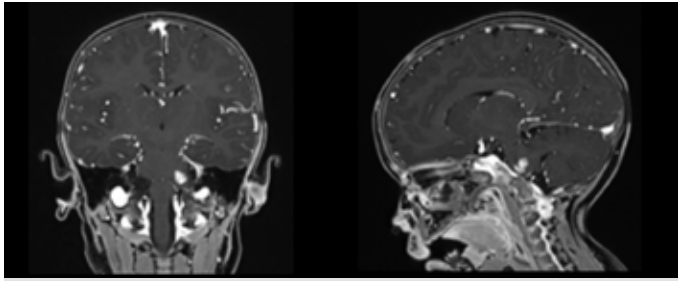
МРТ-изображение головного мозга 09.11.2022, T1-режим. Отмечается сокращение остаточной опухоли на фоне проводимой терапии (перед проведением лучевой терапии)
